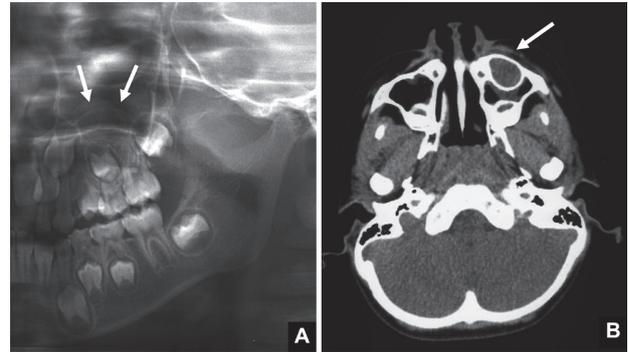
左側上顎腫脹を主訴に来院された7歳男児のパノラマエックス線写真(A)と全身用CT横断像(軟組織モード)(B). パノラマエックス線写真(A)では左側上顎洞底部を挙上する透過像として腫瘍(矢印)を認める. 但し, 内部性状は判断できない. 全身用CT画像(B)では筋肉より低い密度を持つ類円形の腫瘍(矢印)を認める. CT値を測定すると17 Hounsfield Unitであり, 内部は液性成分の貯留と判断できる.
